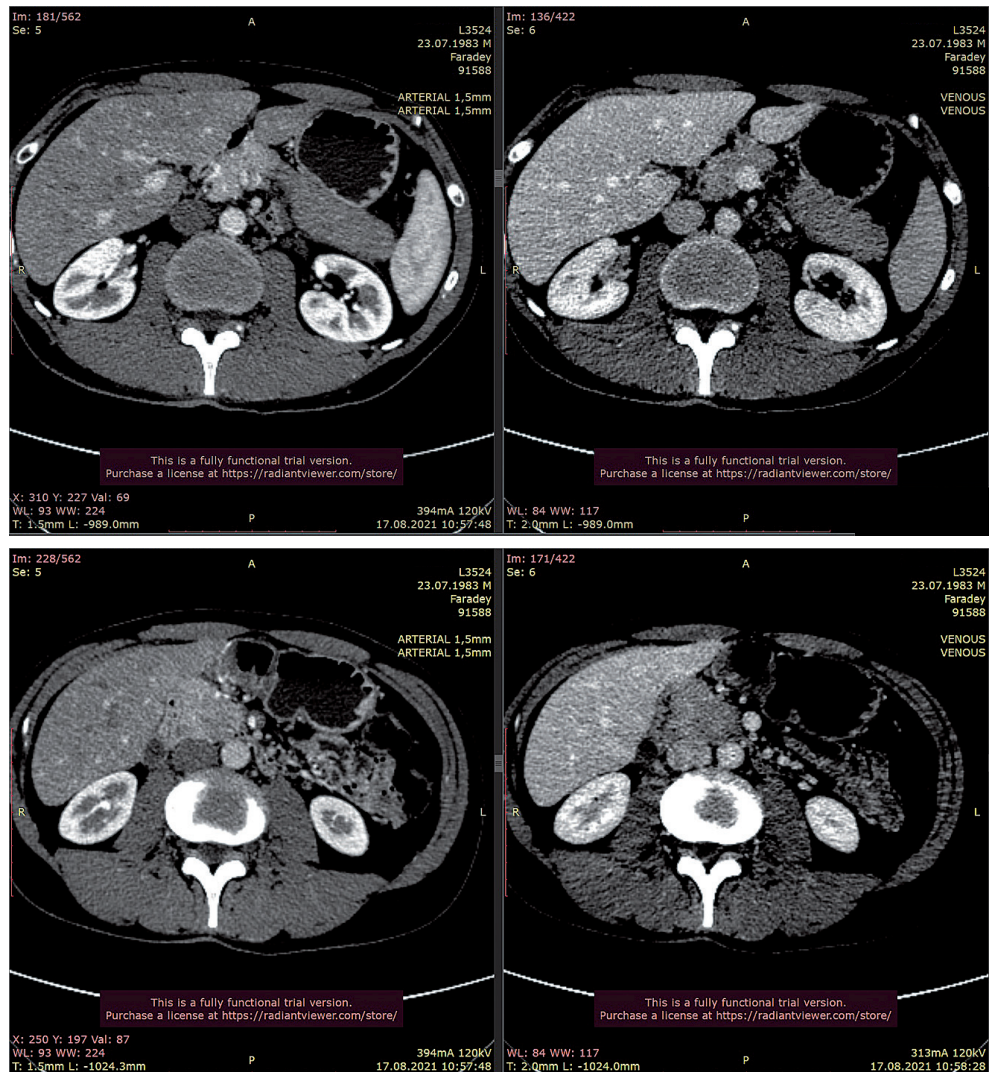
Комп'ютерні томограми хворого Б. Пояснення у тексті.
